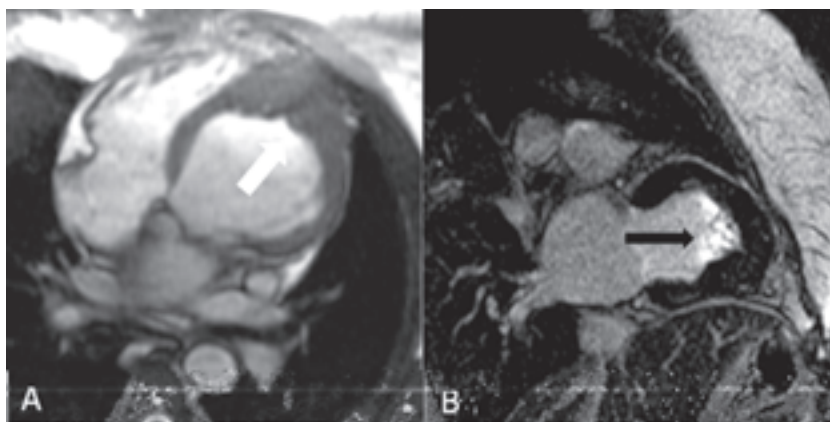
Imagens obtidas em eixo longo (4 câmaras) pela cinerressonância (A) e em eixo curto (2 câmaras) pelo realce tardio (B), demonstrando ventrículo esquerdo dilatado com preenchimento apical (seta branca) (A) e fibrose subendocárdica apical (seta preta) (B) em paciente com endomiocardiofibrose.
